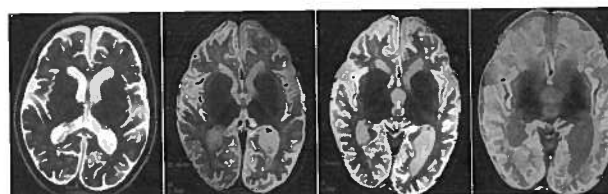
RM. Cortes axiais ponderados em T2 SE (2/96, 10/96, 3/97 e 3/00). Para além do agravamento progressivo da atrofia, observa-se um hipossinal dos tálamos e um hipersinal da substância branca periventricular. Os três primeiros exames foram realizados em RMN de 1.5T, o quarto em RMN de 0.5T
